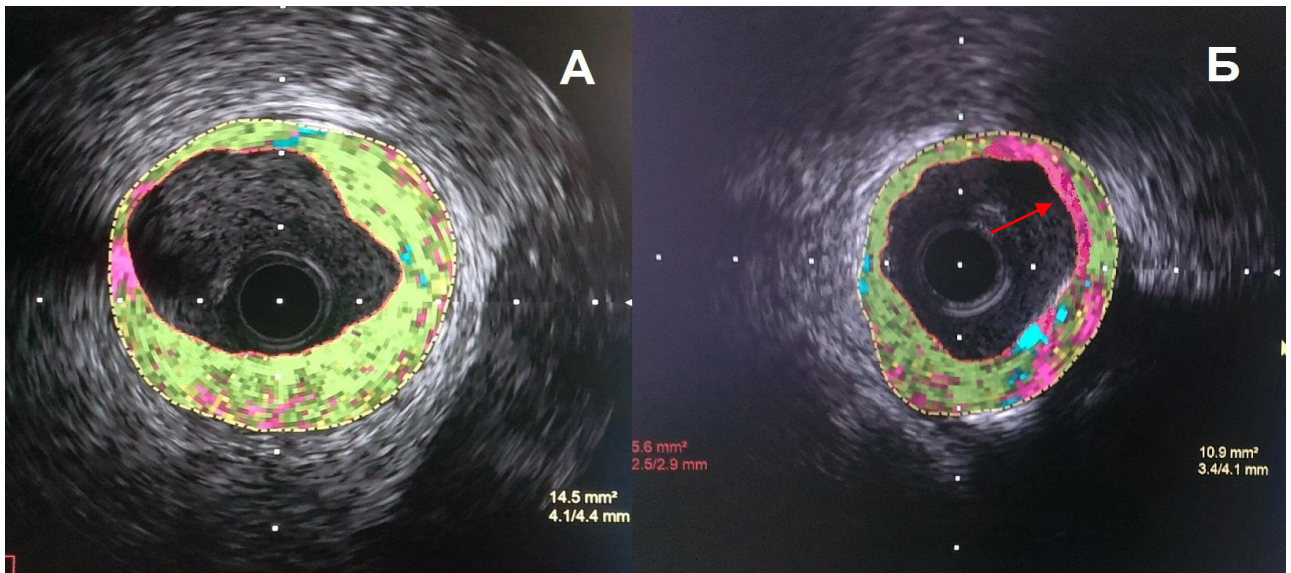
iMAP -ВСУЗИ. А – фиброзная атеросклеротическая бляшка в ОА, Б - фиброатерома с тонкой капсулой в ПКА
